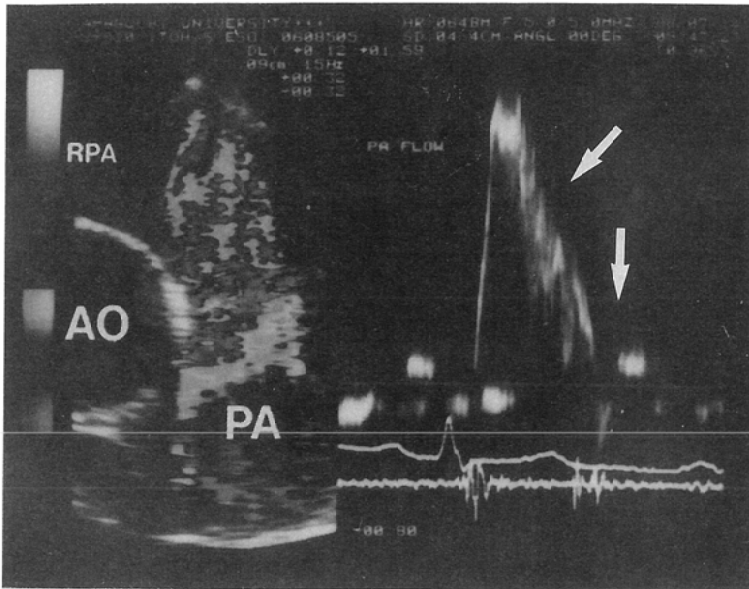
Transesophageal color doppler flow imaging in main pulmonary artery and flow signal pattern (arrows)
